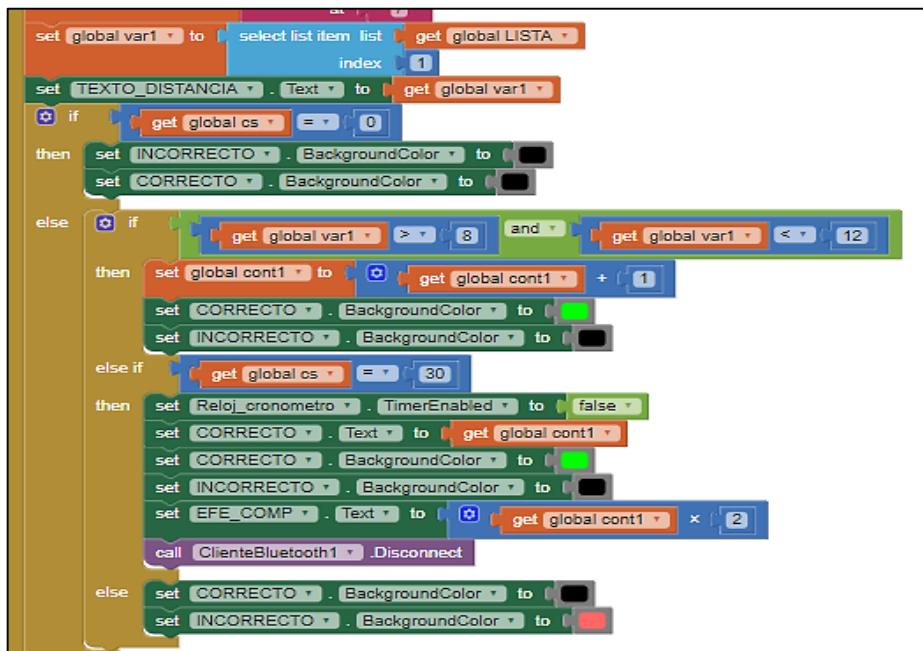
Programación en bloque–Sensor ultrasonido HC-SR04
